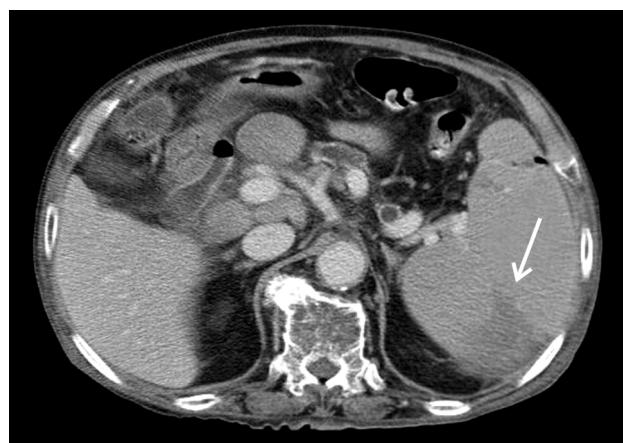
Follow up abdominal CT scan shows splenomegaly with focal wedge-shaped infarction.
